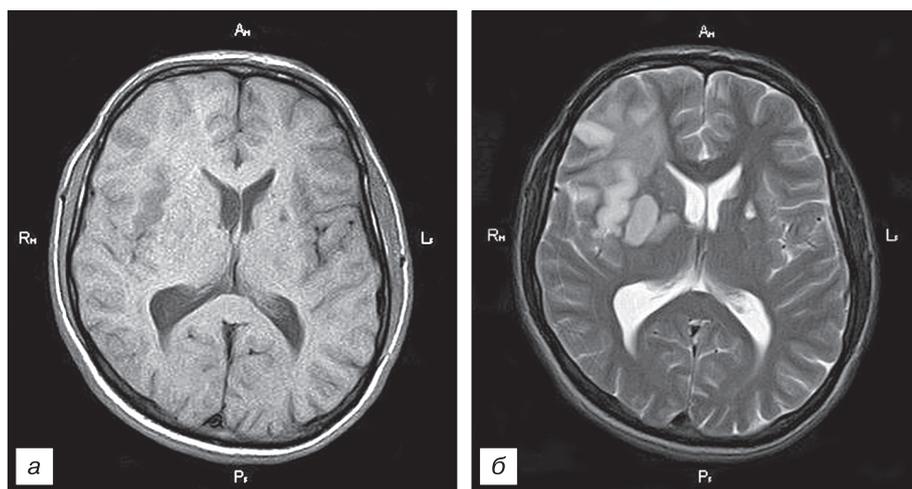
МР-томограмма головного мозга пациента Е., 27 лет, с диагнозом моя-моя в режиме T1 (а) и T2 (б).
